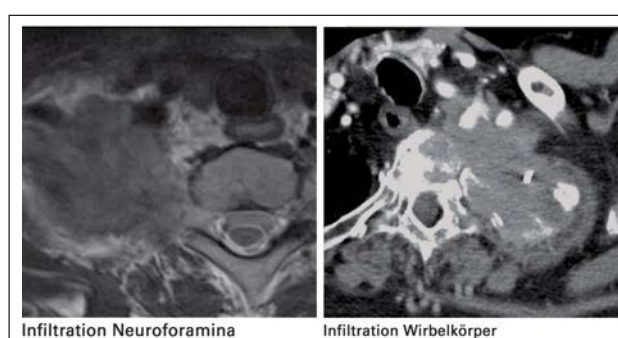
In präoperativen MRT- und CT-Untersuchungen kann das genaue Ausmaß einer Infiltration der Wirbelsäule bestimmt werden.
